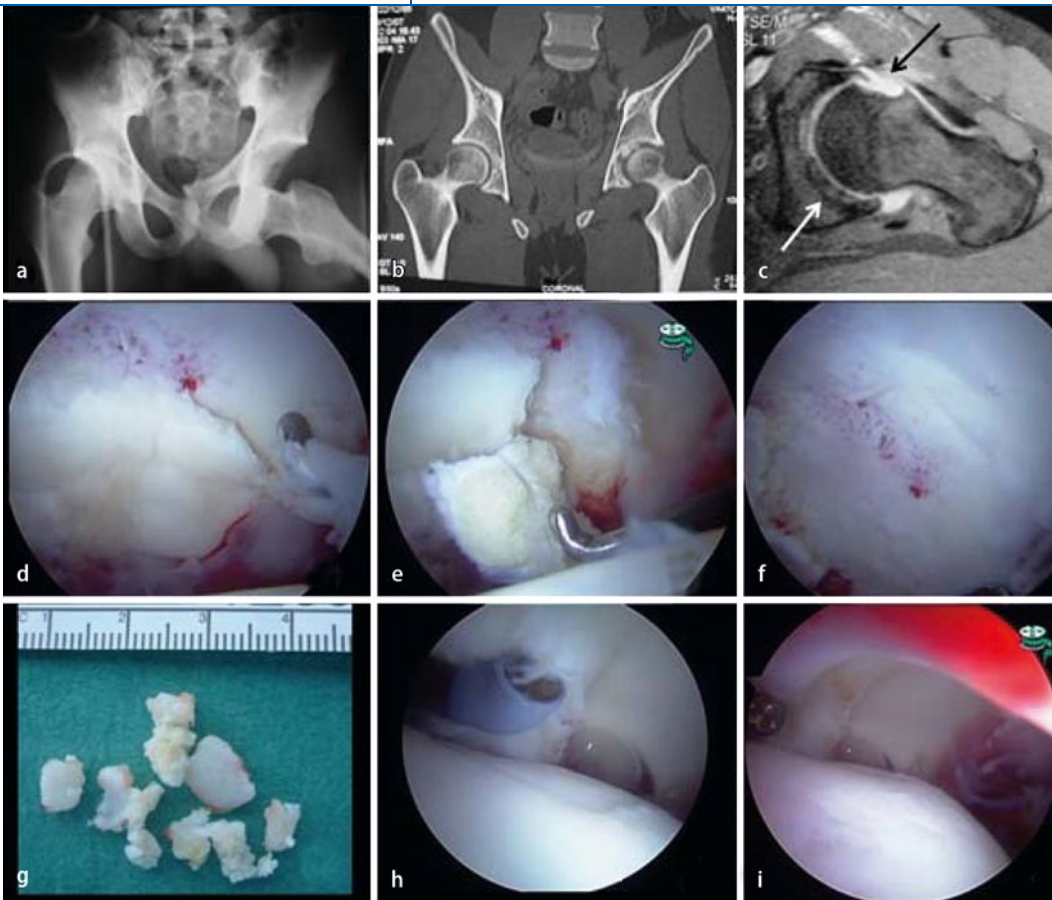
◀ 26-jähriger Patient, Beckenringfraktur Typ B und dorsale Hüftluxation links (a). Die CT zeigt intraartikuläre osteochondrale Fragmente (b). Die MRT bestätigt die dorsale Lage der Fragmente (weißer Pfeil), ebenso die ventrale Impressionsfraktur am Femurkopf (schwarzer Pfeil, c). Intraoperativ zeigen sich die am Pfannenrand eingeklemmten osteochondralen Fragmente (d), welche mit einem Gelenkhaken gelöst und mit Faszanggen entfernt wurden (e–g). Die vordere Labrumverletzung wurde mit Shaver und Radiofrequenz partiell reseziert (h, i), die Impressionsfraktur am Femurkopf (i) wurde belassen
